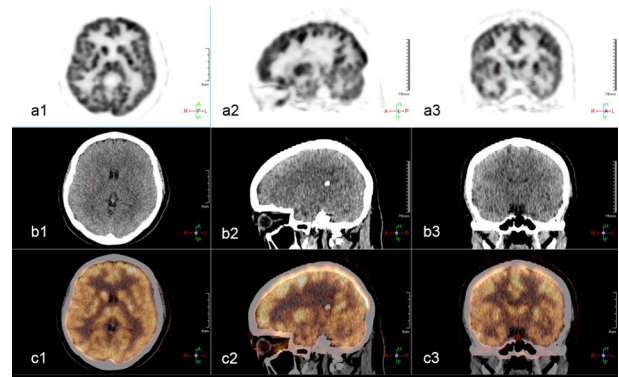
Ray-Scan64排PET-CT对正常头部的 ^{18}F -FDG成像, 其中 a1,a2,a3分别为PET成像的横断面、矢状面和冠状面,比例尺: 5 cm; b1,b2,b3分别为CT成像的横断面、矢状面和冠状面, c1,c2,c3分别为PET-CT融合图像的横断面、矢状面和冠状面, 比例尺: 75 mm。
